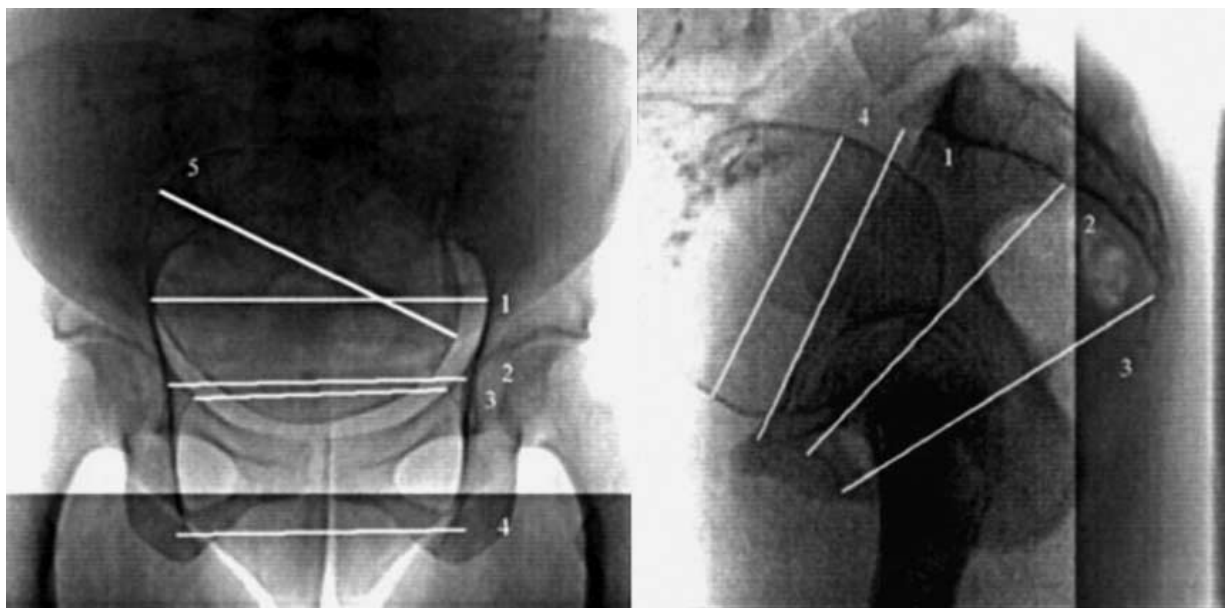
Цифровая рентгенопельвиометрия.
